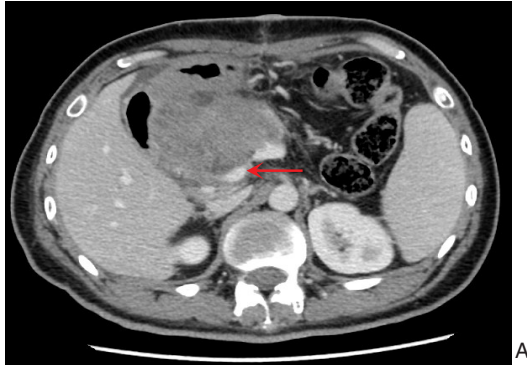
患者1术前CT影像及术中图片 A: 静脉期见门静脉受累,管径变细;B: 标本移出体外后使用同种异体髂总静脉及其属支行门静脉、脾静脉、肠系膜上静脉“Y”形重建
